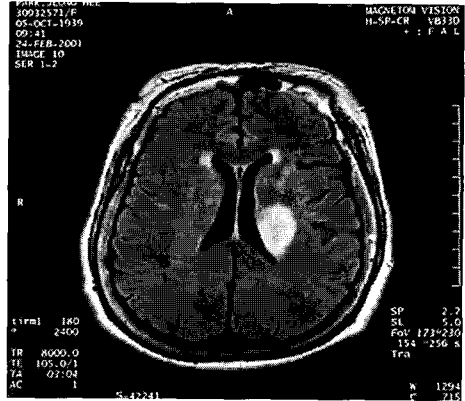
Brain MRI of case 2.
